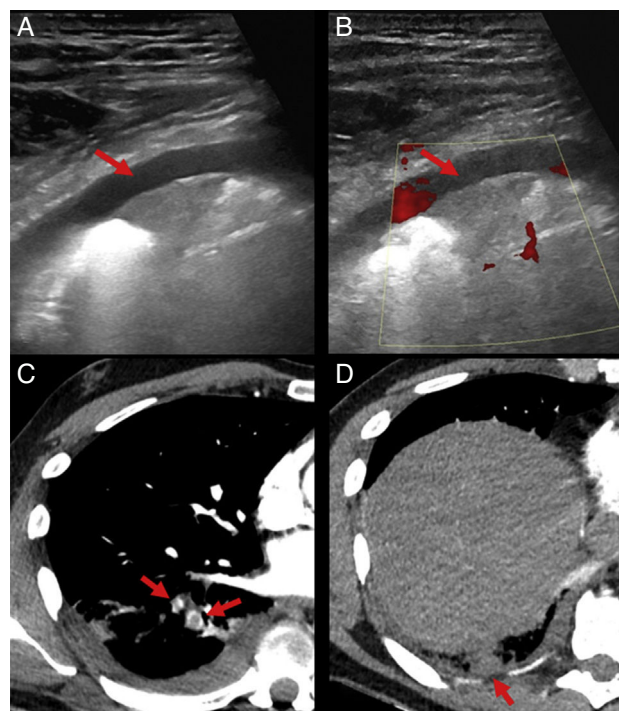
Ecografía y TAC torácico con defecto de repleción en arterias segmentarias del LID y consolidación subpleural de morfología triangular con base pleural, diagnóstico de TEP con infarto pulmonar.
